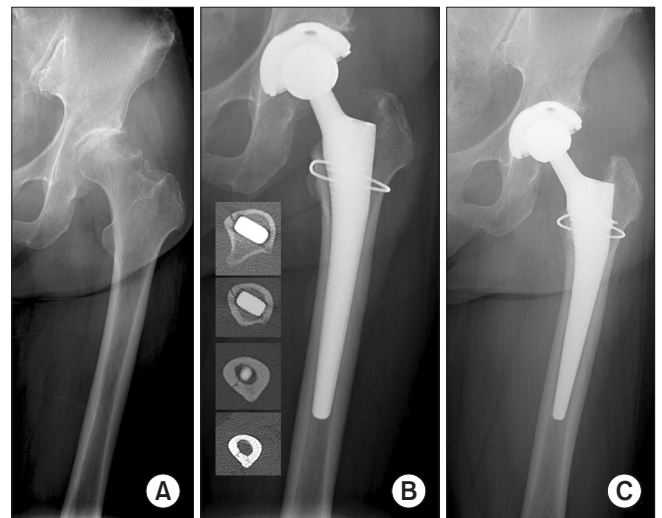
(A) Preoperative radiography of a 73-year-old female shows advanced avascular necrosis of the left femoral head. (B) Radiograph and computed tomographic images taken 3 days after surgery shows T_L and B_1 intraoperative periprosthetic femoral fracture. Acetabular cup anteversion was 5° and a 10° elevated liner was used. (C) Radiograph taken 5 years after total hip arthroplasty shows no subsidence of the femoral stem and healing of the fracture sites.
